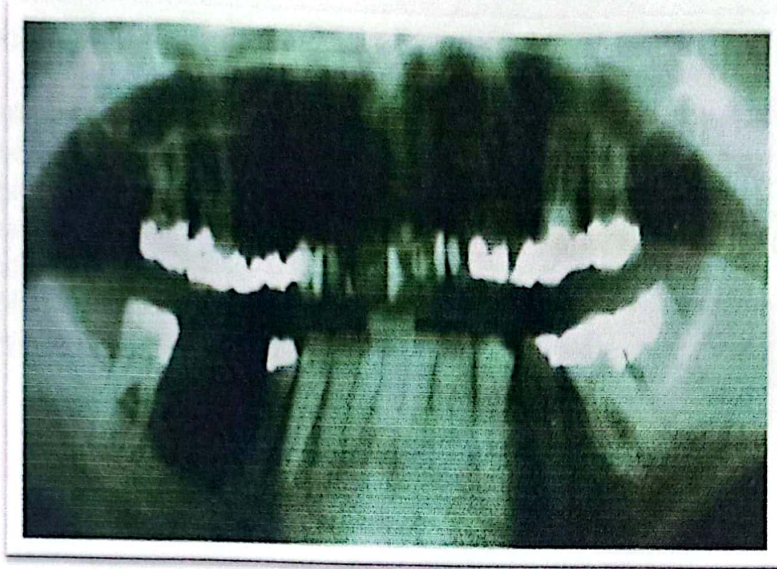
Radiographie panoramique montrant une zone de résorption osseuse entre la 45 et 48.
